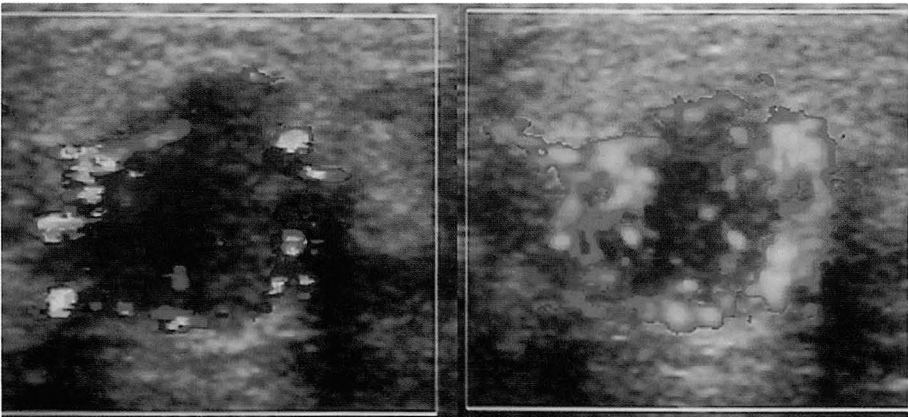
Power Doppler sonography (left) was more sensitive than color Doppler sonography (right) in the detection of flow, showing longer vessels and more number of Doppler signals in solid breast lesions, proved as fibroadenoma.
